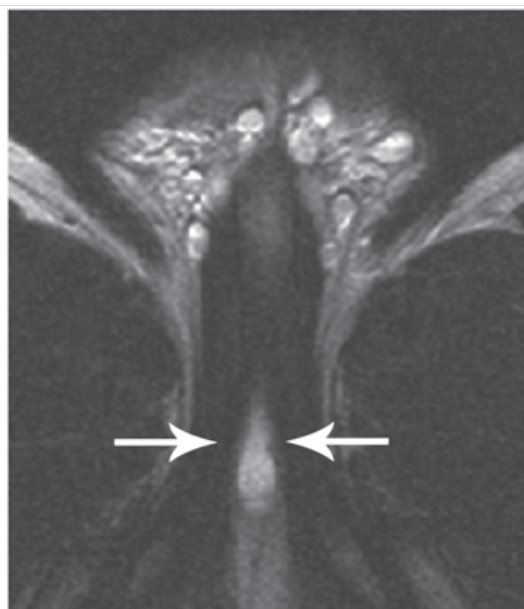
МРТ. Стрелками показано расположение посттравматической гематомы
